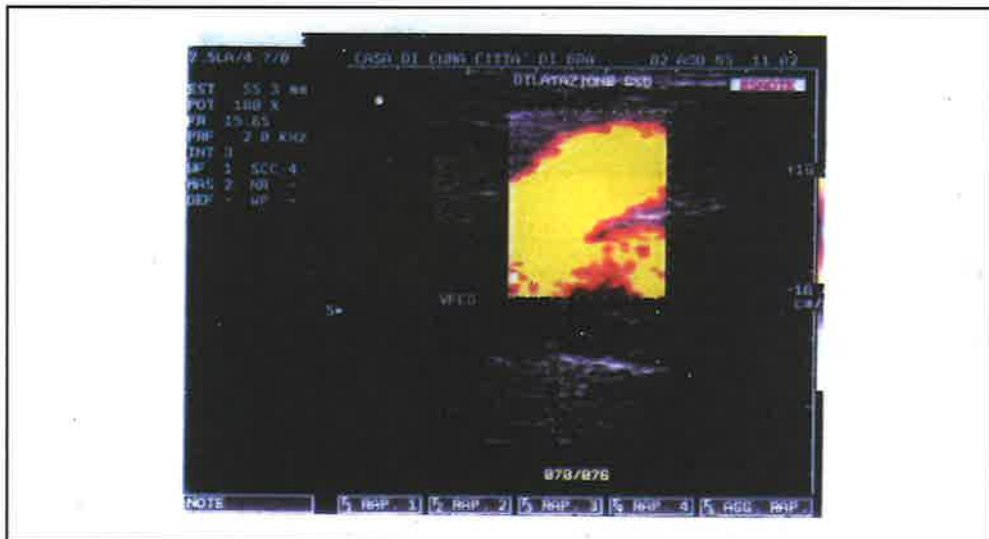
a: Eco Color Doppler Power: recidiva inguinale a tronco unico
